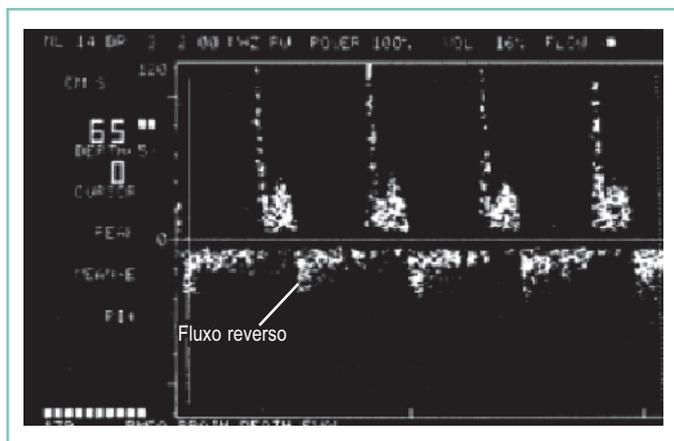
Fluxo diastólico reverso no Doppler transcraniano, confirmando morte encefálica
